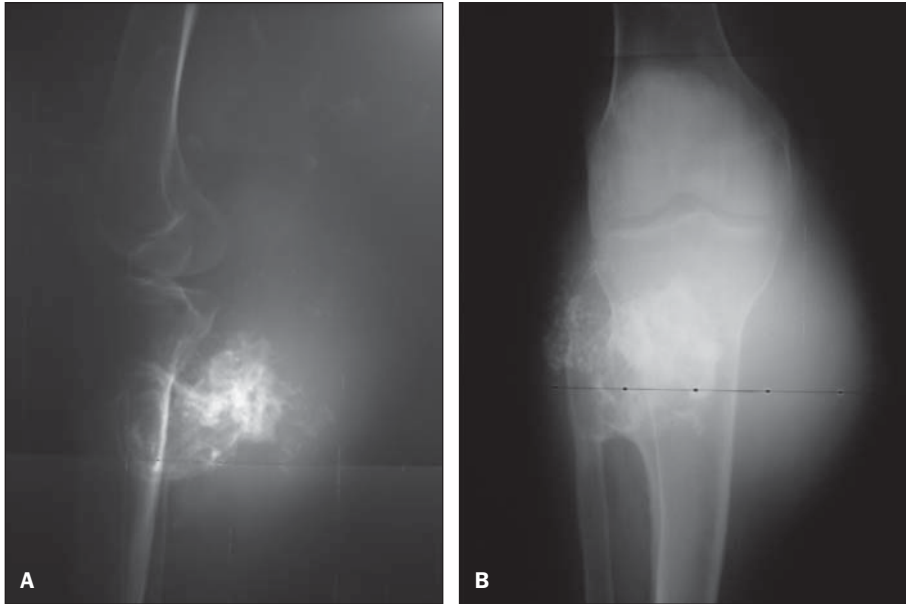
Radiografias em perfil (A) e ântero-posterior (B).
